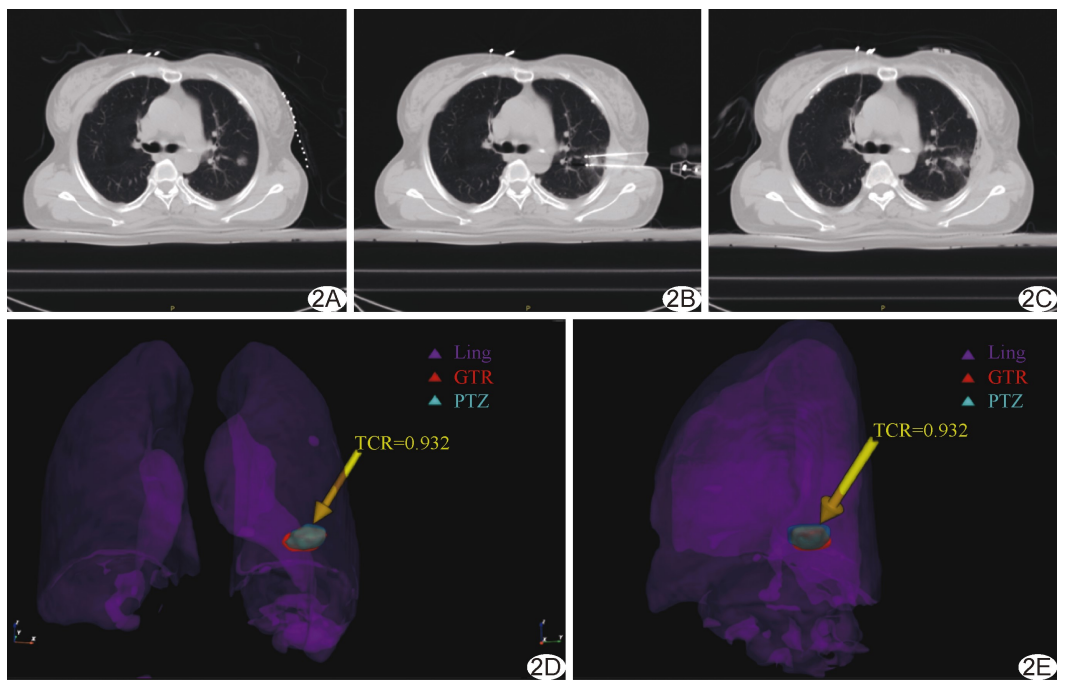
患者女,58 岁, I 期 NSCLC A. RFA 前胸部轴位 CT 图示左肺上叶尖后段混合磨玻璃密度结节; B. RFA 过程中双针夹击消融 CT 图; C. RFA 后即刻 CT 图示 GGO 形成; D、E. GTR 与 PTZ 三维融合图正位观(D)和侧位观(E),计算三维 TCR 为 0.932
